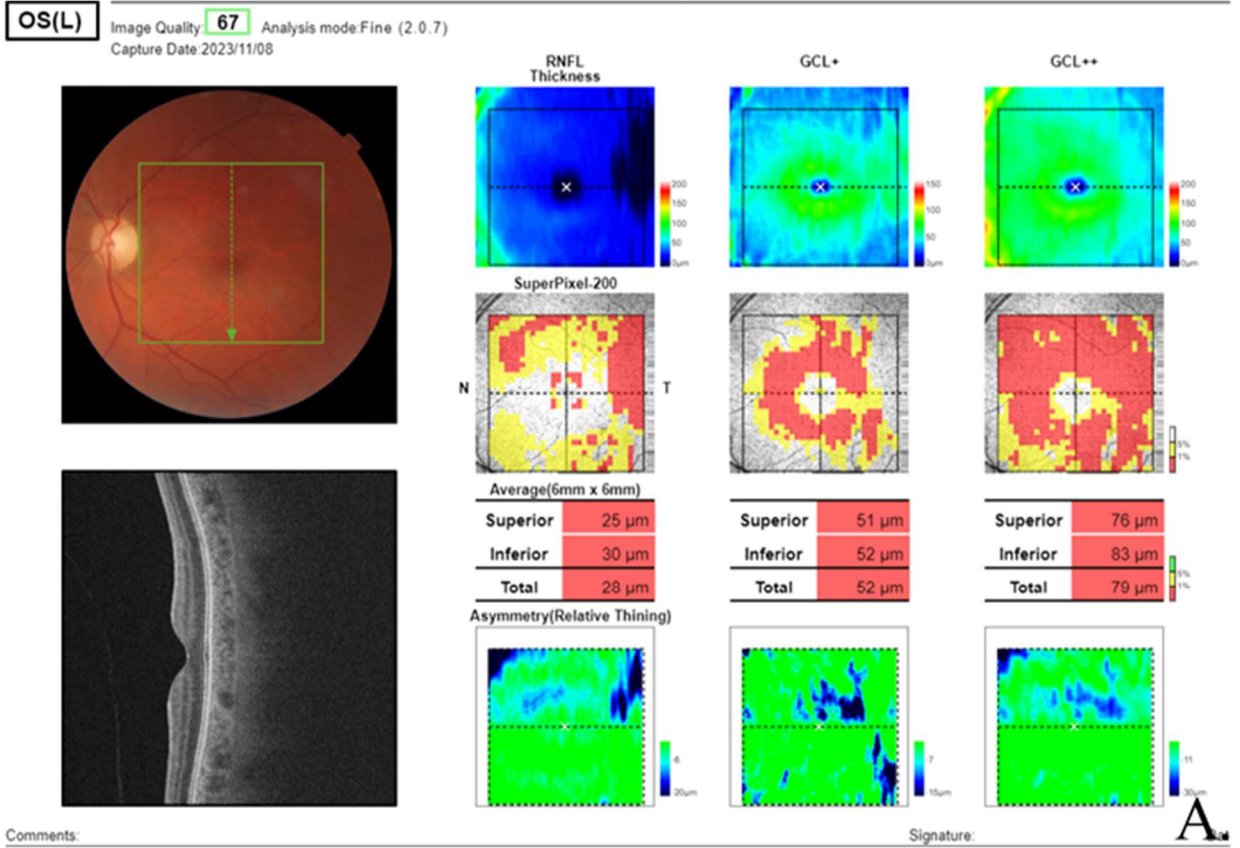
Оптическая когерентная томография: А. истончение комплекса ганглиозных клеток сетчатки Б. истончение перипапиллярного слоя нервных волокон
